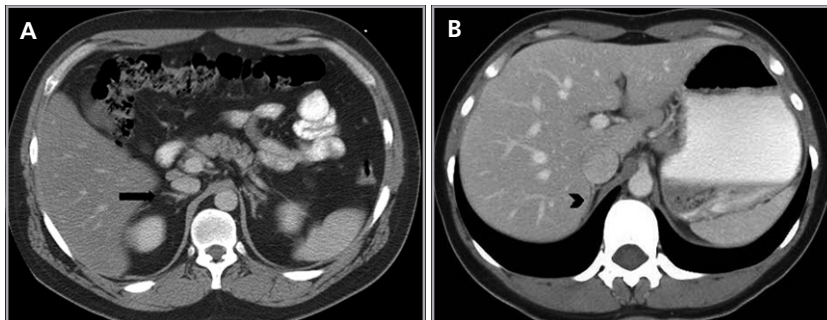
Cortes axiales de tomografía computada con uso de medio de contraste en un paciente con abundante grasa retroperitoneal (a), donde es fácil definir los contornos de la glándula suprarrenal (flecha), a diferencia de un paciente con escaso tejido adiposo retroperitoneal (b) en donde la glándula suprarrenal se encuentra en íntimo contacto los órganos adyacentes (cabeza de flecha).
